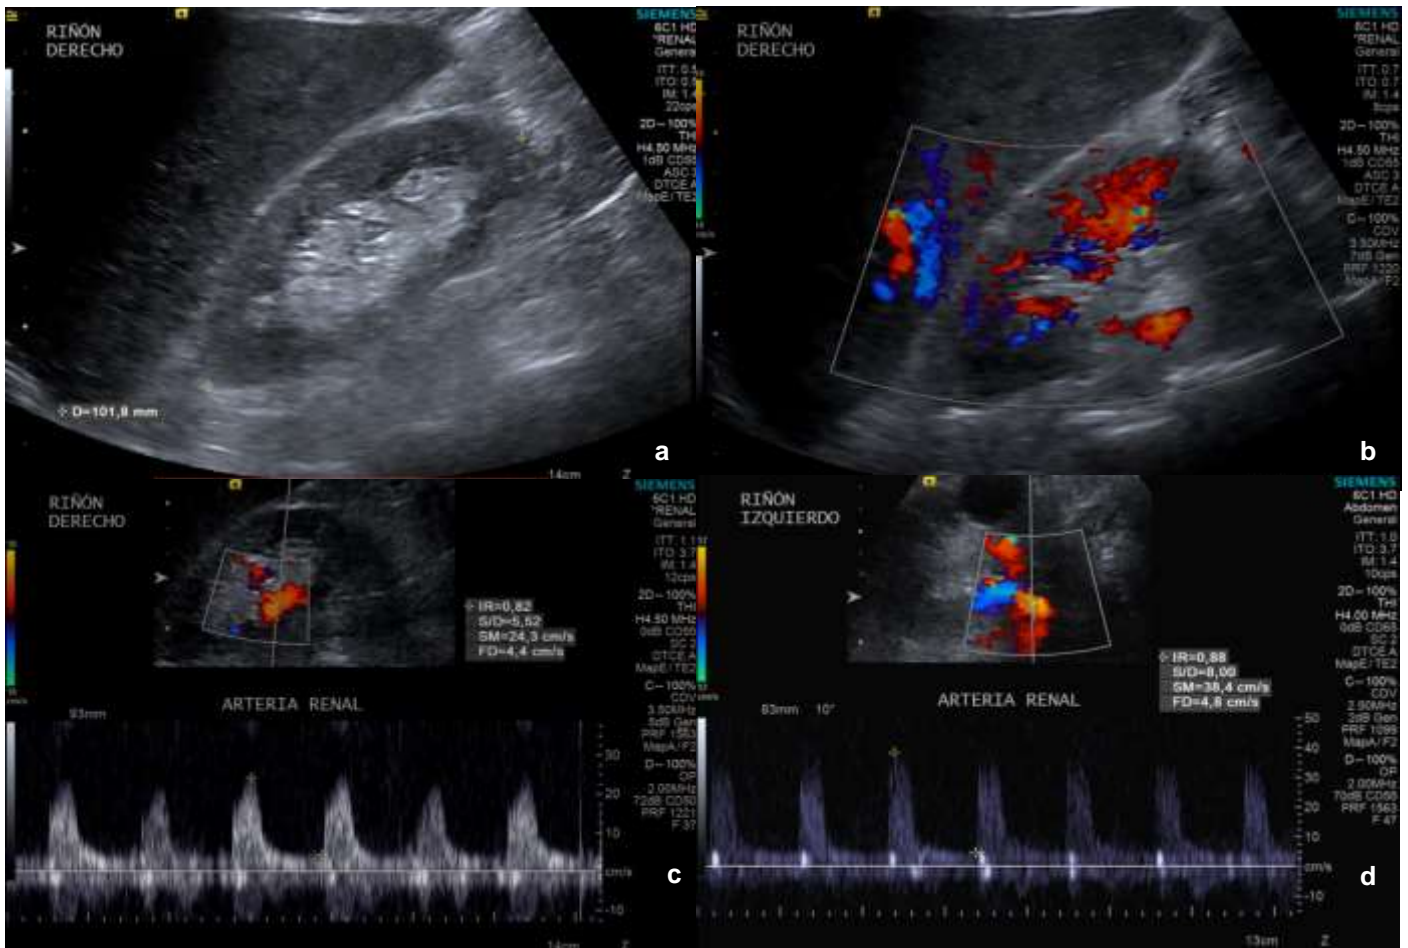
USG Doppler pulsado de riñones nativos en hombre de 80 años con sepsis por neumonía (SOFA 3) y desarrollo de LRA. Con CrS de 3.3 mg/dL al momento de diagnóstico. a: morfología conservada para edad + quiste cortical simple en RI. b: VIR grado 3. c: modalidad pulsado con IRRc de 0.82 d: USG de control a los 2 días, posterior a reporte de CrS de 2.3 mg/dL, con IRRc de 0.85 (*correlación lineal*).
